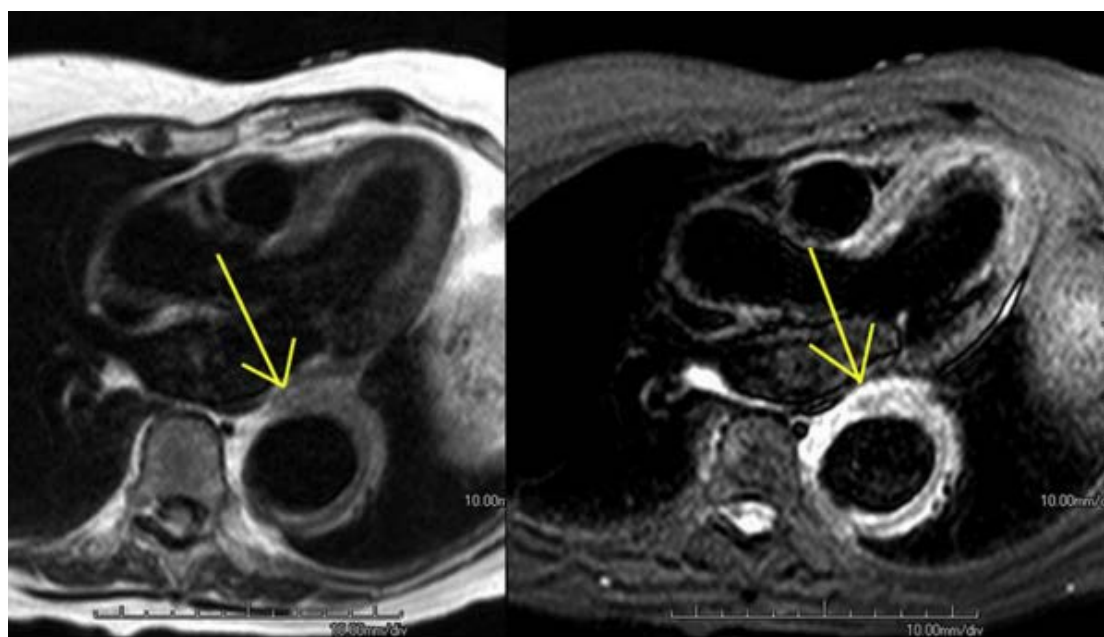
一名血沉升高和降主动脉扩张的 54 岁女性患者 MRI 图像。管壁增厚在黑血图像显示很好 (左图, 黄色箭头)。短头反转恢复图像 (右图) 显示主动脉管壁明亮信号 (黄色箭头), 与水腫相一致。该患者行了外科修复术, 组织学与 GCA 一致。
